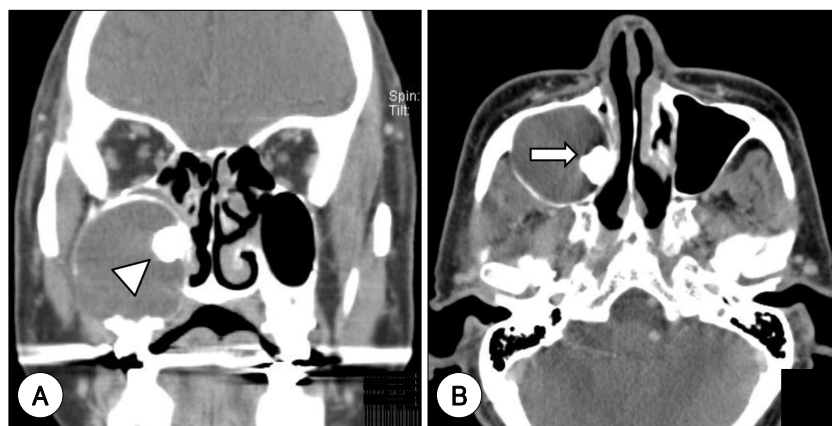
Computed tomographic scan of paranasal sinuses, showing unilocular homogenous cysts with a tooth-like structure on medial wall of coronal view (arrow head) (A) and axial view (arrow) (B).
